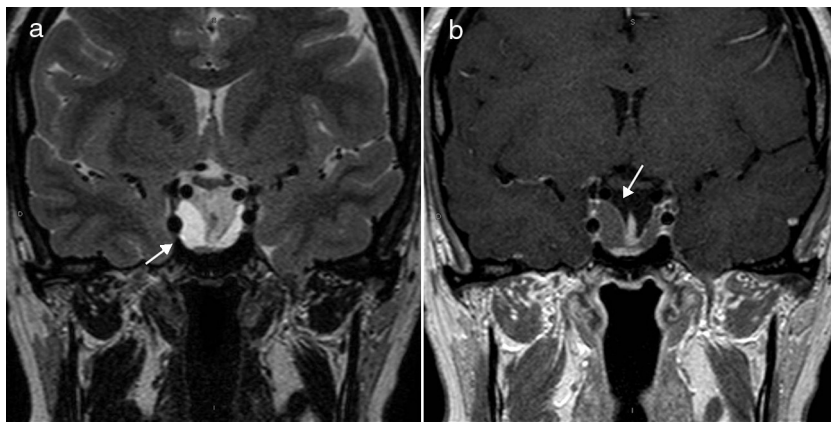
Secuencias de RM en el plano coronal ponderadas en T2 espín-eco (a) y T1 espín-eco (b) después de administrar gadolinio por vía intravenosa. En (a) se muestra una lesión quística ocupando el espacio de la silla turca (flecha). La misma lesión tras el contraste (b) bien definida, hipointensa, en la glándula hipofisaria rodeada de una captación lineal fina (flecha).
